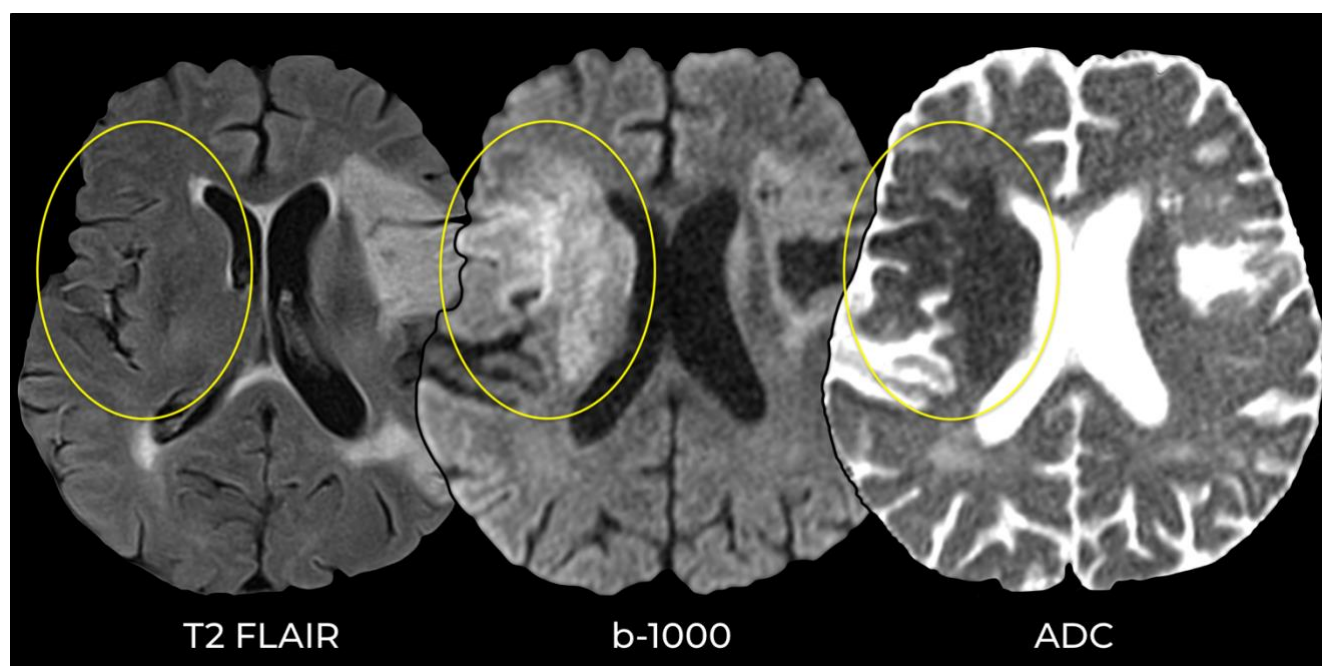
МРТ, аксиальная плоскость. В сером и белом веществе лобной и островковой долей, подкорковых структурах и внутренней капсуле правого полушария большого мозга определяется неправильной формы зона, имеющая повышенный сигнал на ДВИ (b-1000), пониженный на ИКД-карте, которая пока еще не визуализируется в режиме T2 FLAIR. Это острейший инфаркт в бассейне правой средней мозговой артерии.
